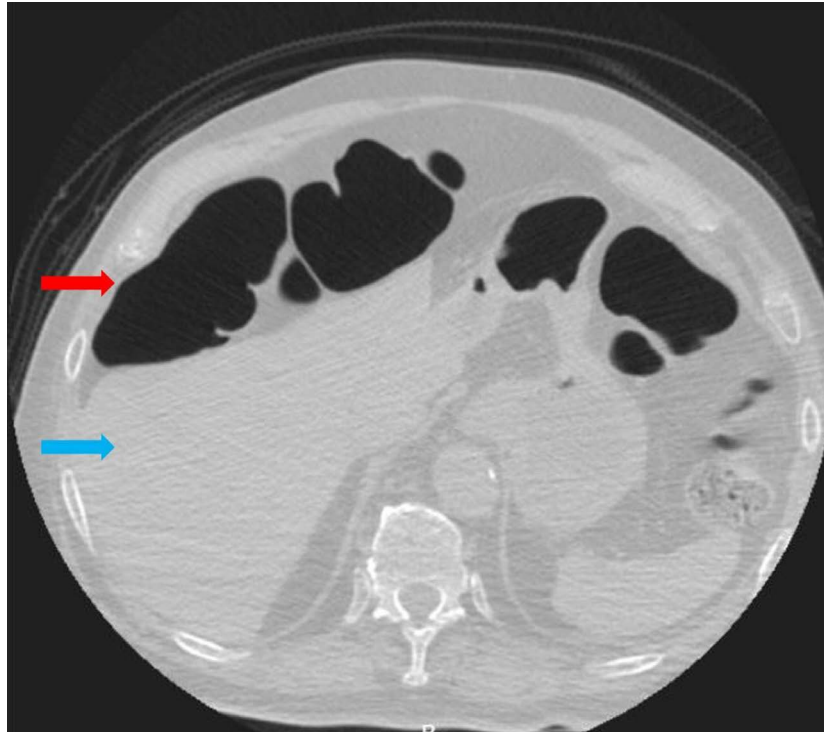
Tomografía computarizada de tórax (corte axial). La flecha roja señala un área hipodensa que corresponde al aire dentro de un asa de colon en el espacio subfrénico derecho, que causa un efecto compresivo sobre el borde anterior del hígado (flecha azul).
